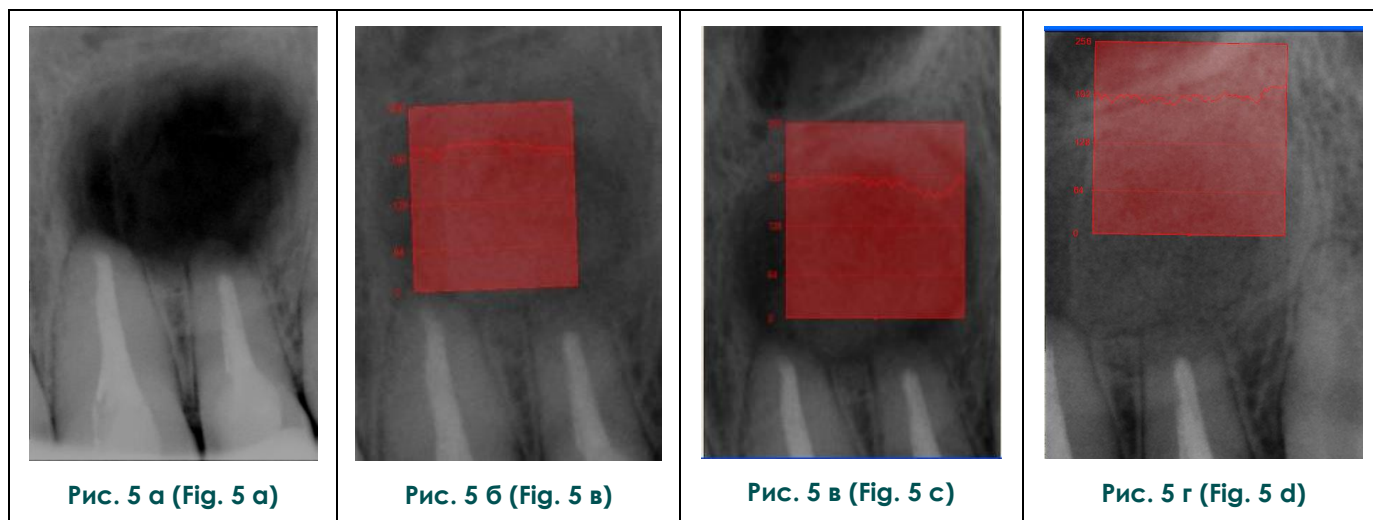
Цифровые микрофокусные рентгенограммы.
